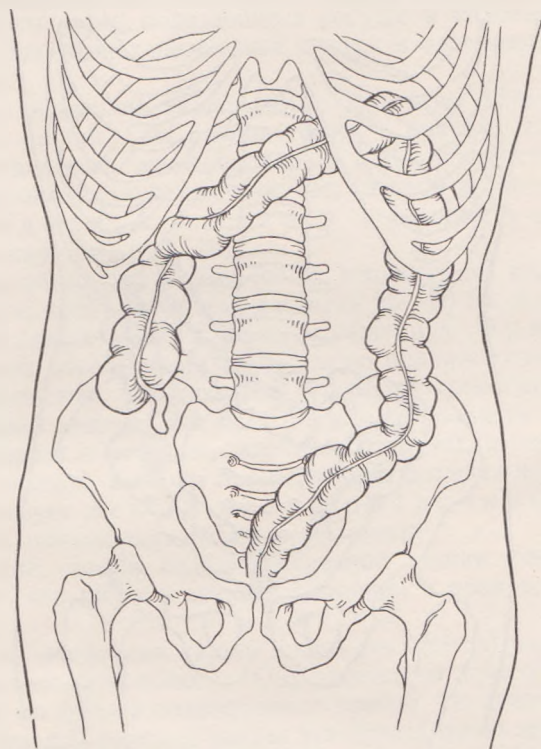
Изменение проекции толстых кишок при положении тела «стойка на кистях» (по рентгенографическому наблюдению М. А. Джафарова, произведенному у того же исследуемого, что и в случае, изображенном на предыдущем рисунке).
